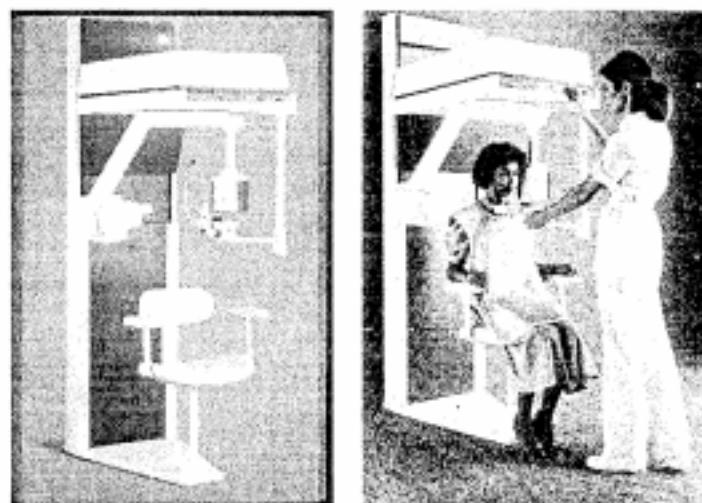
Ảnh máy Orthopantomograph 10. Bệnh nhân có thể đứng hoặc ngồi. Máy này có bộ phận giữ đầu đã được cơ giới hóa, có màn hình điện tử và điều chỉnh độ cao. Đầu bệnh nhân sẽ đặt đúng vị trí nhờ ba chùm tia sáng biểu thị: mặt phẳng Frankfort, mặt phẳng đứng dọc giữa và lớp răng cửa có hình ảnh rõ nét nhất.
